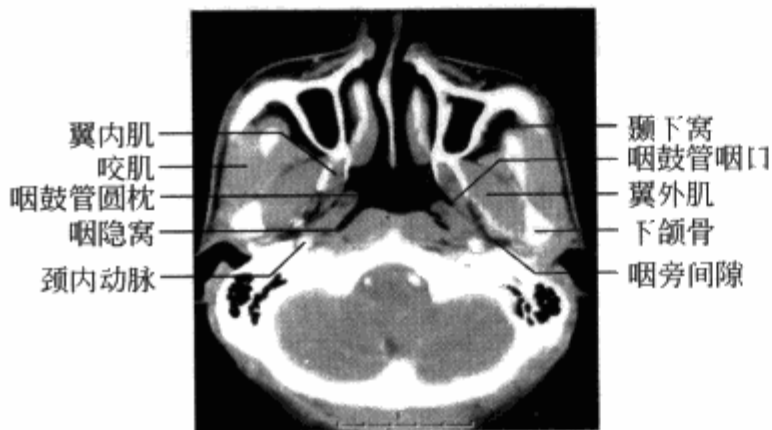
横轴位增强 CT 示鼻咽部层面正常解剖结构
